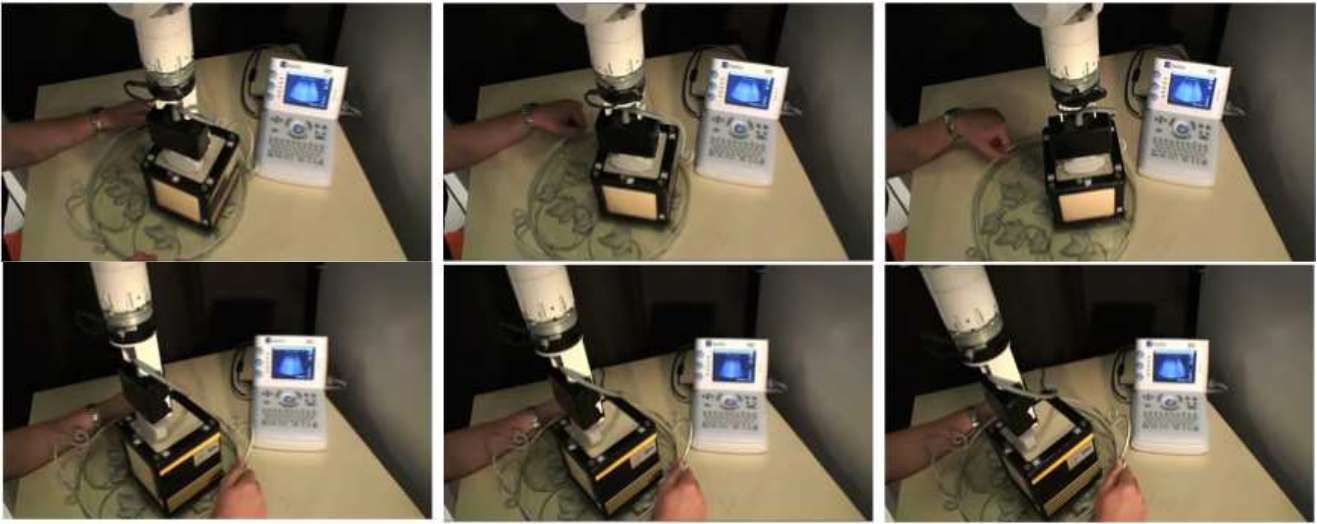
Poursuite automatique d'une maquette anatomique, simulant le déplacement de tissus mous (selon 6 DDL), par une sonde échographique 2D embarquée sur un robot. L'asservissement visuel utilise uniquement le bruit de "speckle" contenu dans l'image échographique pour réaliser la tâche
